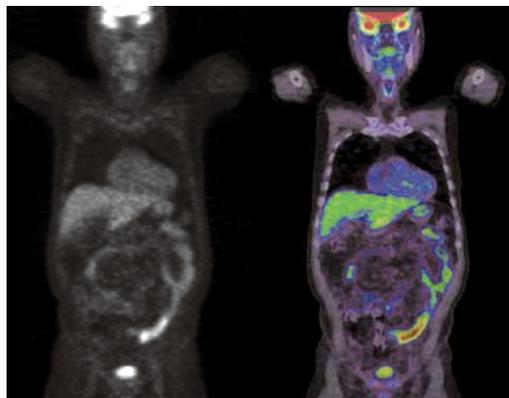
No aberrant accumulation of FDG was observed by post-operative FDG-PET examination.
